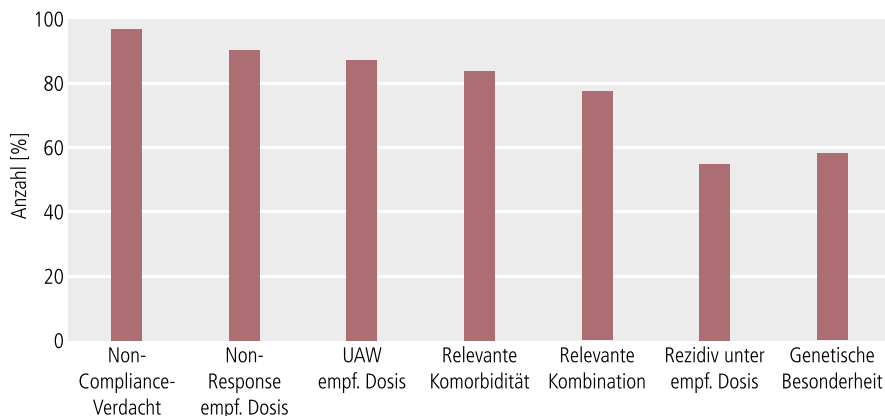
Angegebene Indikationen für TDM
